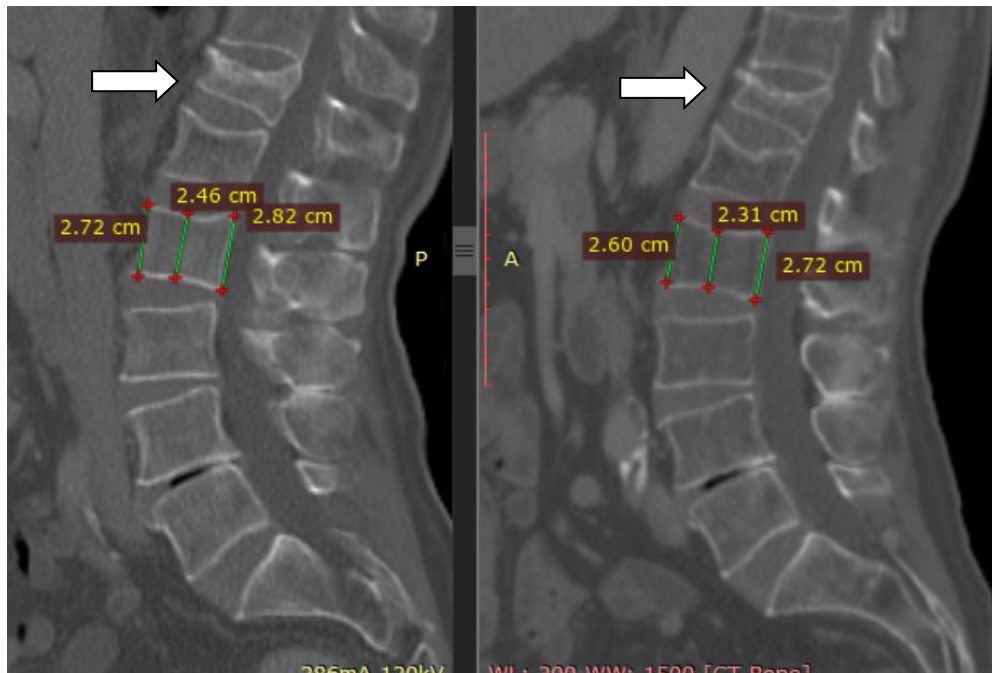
Сагітальні зображення КТ. Морфометрія у чоловіка 70 років з дифузною В-великоклітинною лімфомою на рівні L₂ з показниками МЦКТ що відповідають остеопорозу на діагностичному етапі (зліва) та після завершення хіміотерапії (справа). Компресійний перелом тіла хребця Th12 (стрілка) у вигляді передньої клиноподібної деформації
